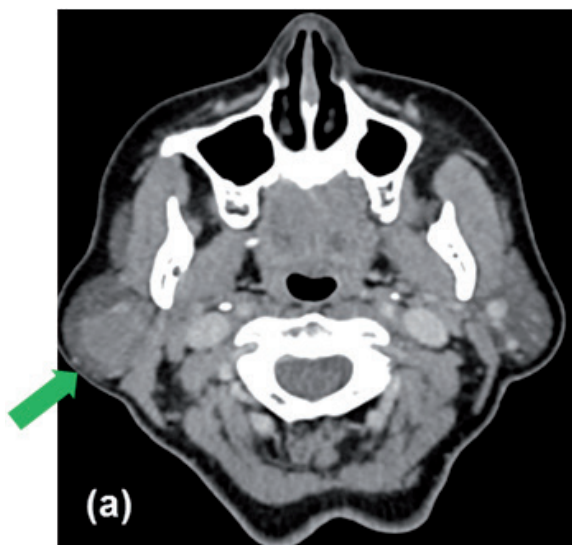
Tumor mixto benigno (adenoma pleomorfo). Imagen de TC, corte axial, con contraste endovenoso (a) e imagen de RM secuencia ADC (b). Mujer de 60 años con diagnóstico de adenoma pleomorfo de parótida derecha. Se observa en glándula parótida derecha una lesión ovoidea, que muestra realce homogéneo (flecha roja), tras administrar el contraste endovenoso. La lesión descrita es isointensa en el mapa ADC, sin caída de la señal (flecha roja).
